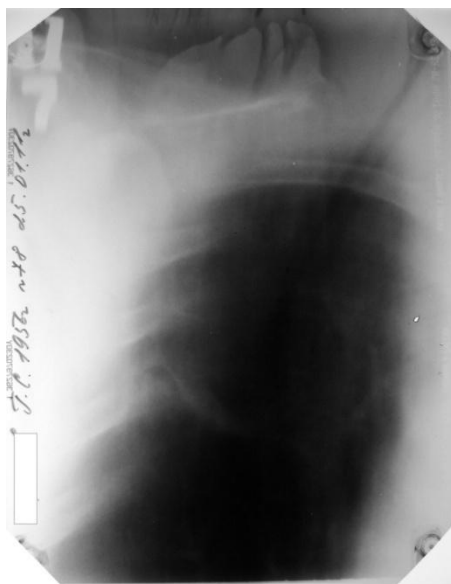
Томограмма правого легкого больного Д. через полтора года от начала лечения. В S1,2 правого легкого полость деструкции не визуализируется.
